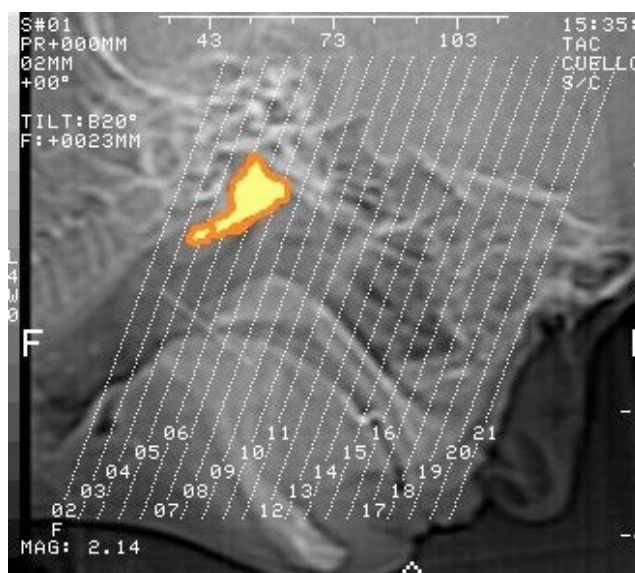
Imagen lateral de la cabeza obtenida por tomografía computada, mostrando la localización anatómica de las glándulas salivales tubáricas. Imagen utilizada con consentimiento informado del paciente.
